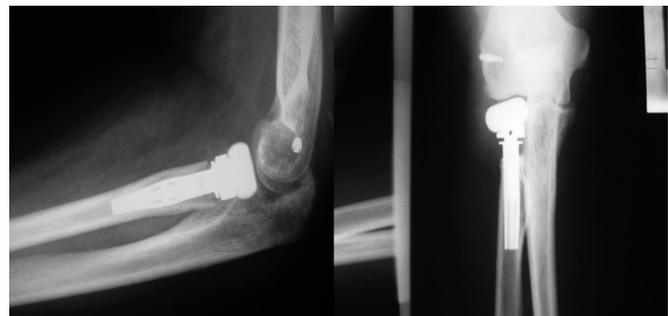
Radiografía antero-posterior y lateral tras implantación de prótesis de cabeza radial.
